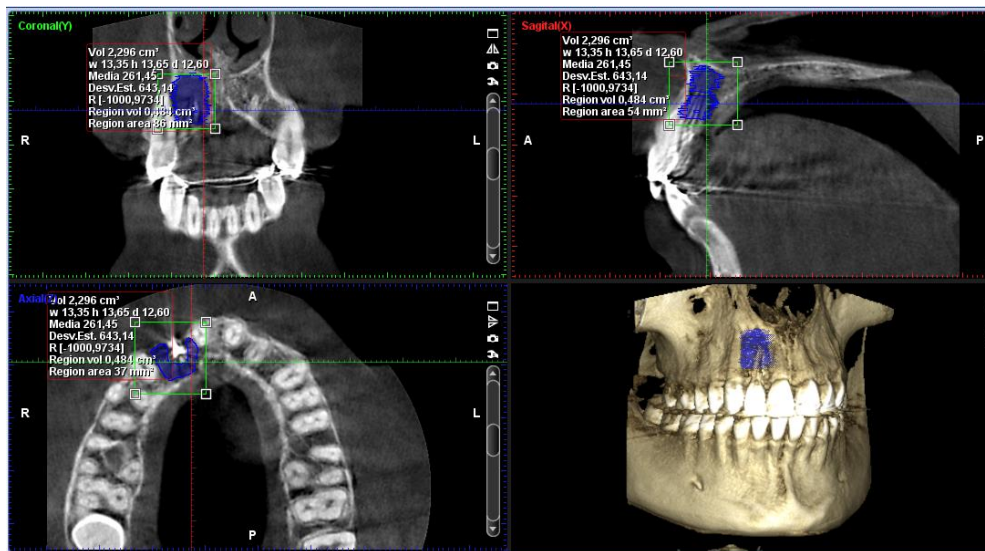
Paciente con área periapical en el diente 1.2 donde se observa en el plano axial una perforación de la cortical vestibular. a, corte coronal. b, corte sagital. c, corte axial. d, Simulación 3D
